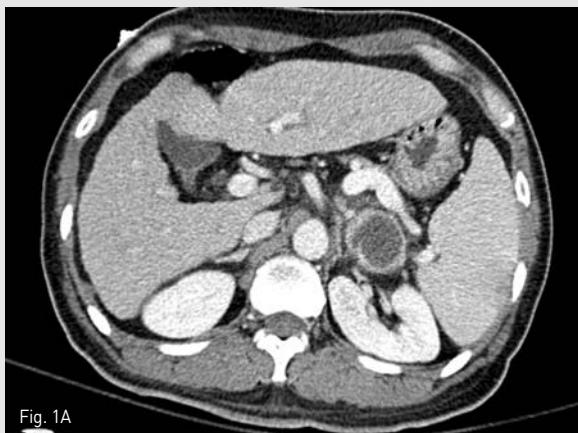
Contrast enhanced axial (A) and coronal (B) CT scan shows 4cm sized abscess at left anterior pararenal space.
